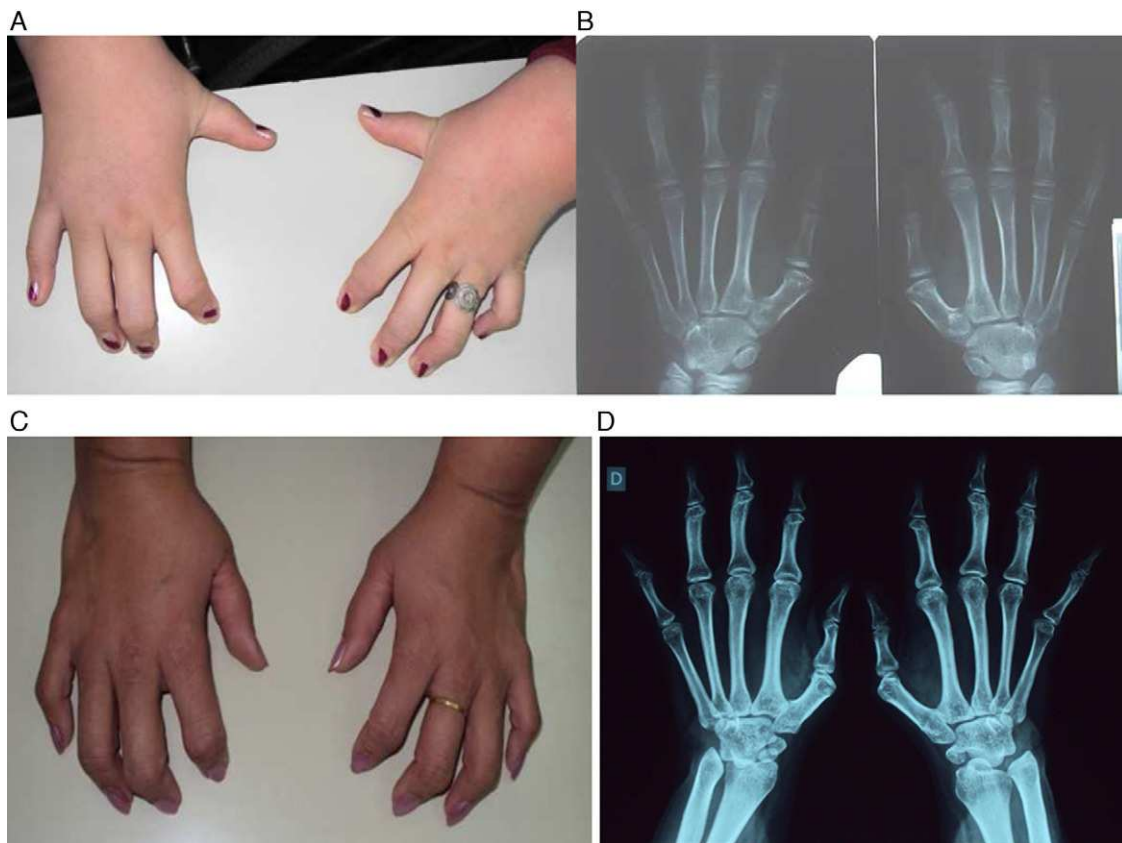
A, B) Foto y radiografía de frente de ambas manos de la niña del caso 1. C, D) Foto y radiografía de frente de ambas manos del caso 2. Se observa sinfalangismo proximal de ambas manos, fusión de los huesos del carpo, primer metacarpiano corto bilateral y fusión de falanges proximales y medias del segundo al quinto dedo bilateral.
